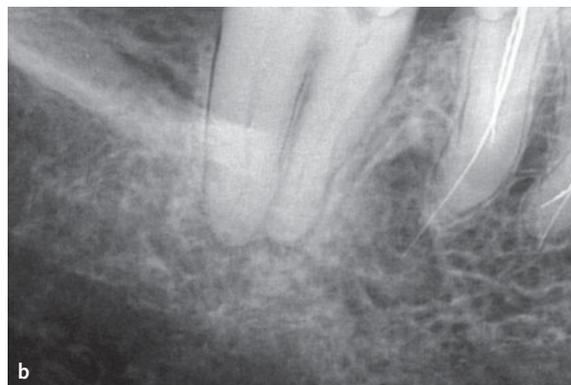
Röntgenologische Darstellung von Zahn 47: ausgeprägter kariöser Defekt (a), Apikalregion mit periapikaler Veränderung (b).
